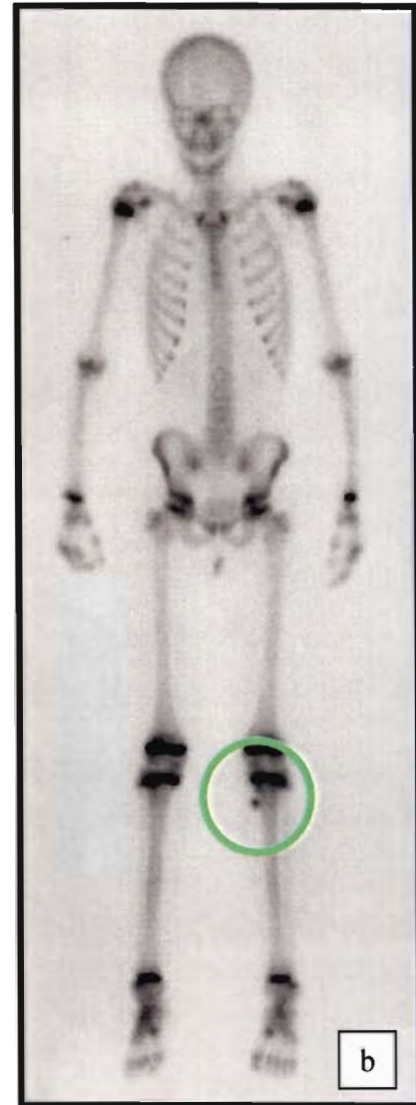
(cas 2) : Contrôle évolutif à 1 mois. Radiographie de la jambe gauche de face (a), scintigraphie osseuse (b).
